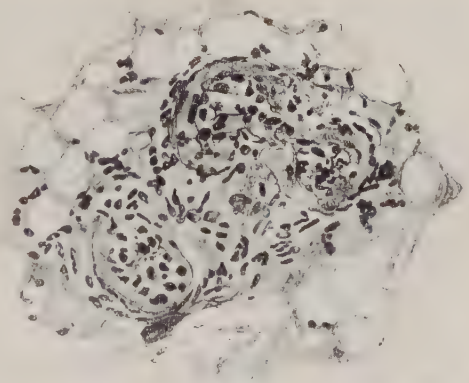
Fortschreitende Hyalinisierung der Schweißdrüsen in chronisch röntgengeschädigter Haut. (Nach Fahr.)
